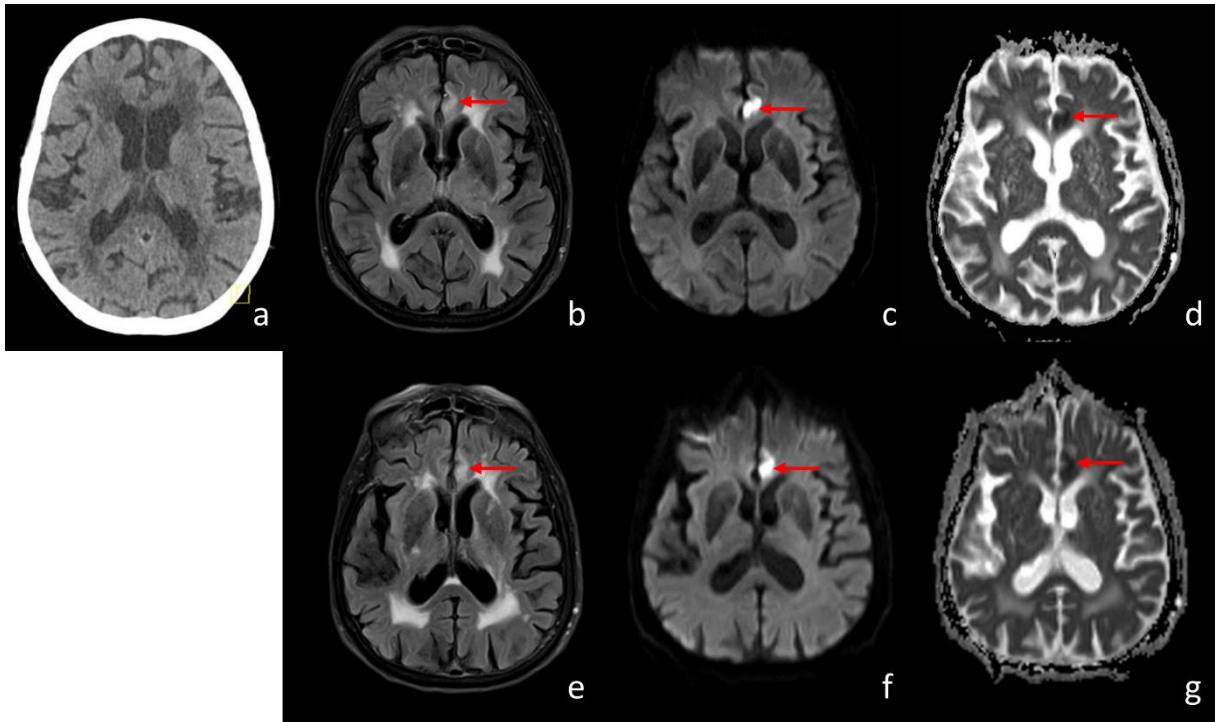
CT-okkulte subakute Ischämie des linken Gyrus cinguli (43)
